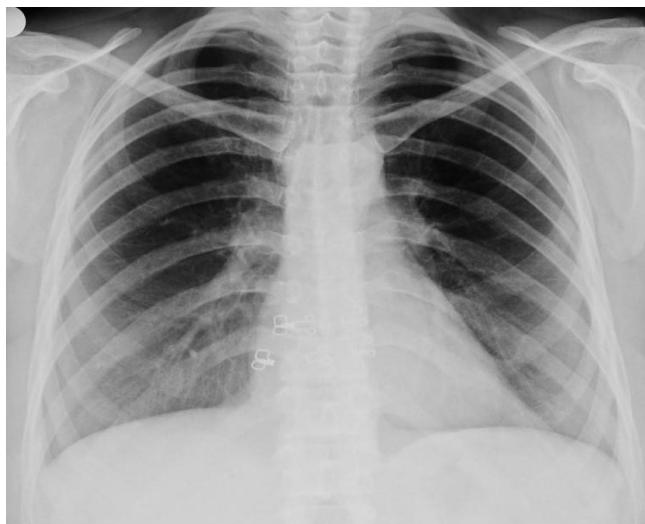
İkinci olgunun preoperatif akciğer grafisi.
